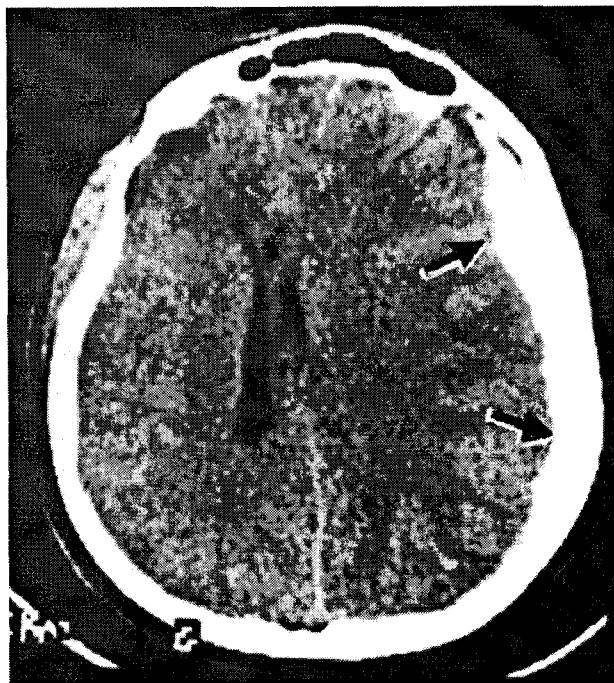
CT-scan: Hematom subdural acut emisfer stâng.
